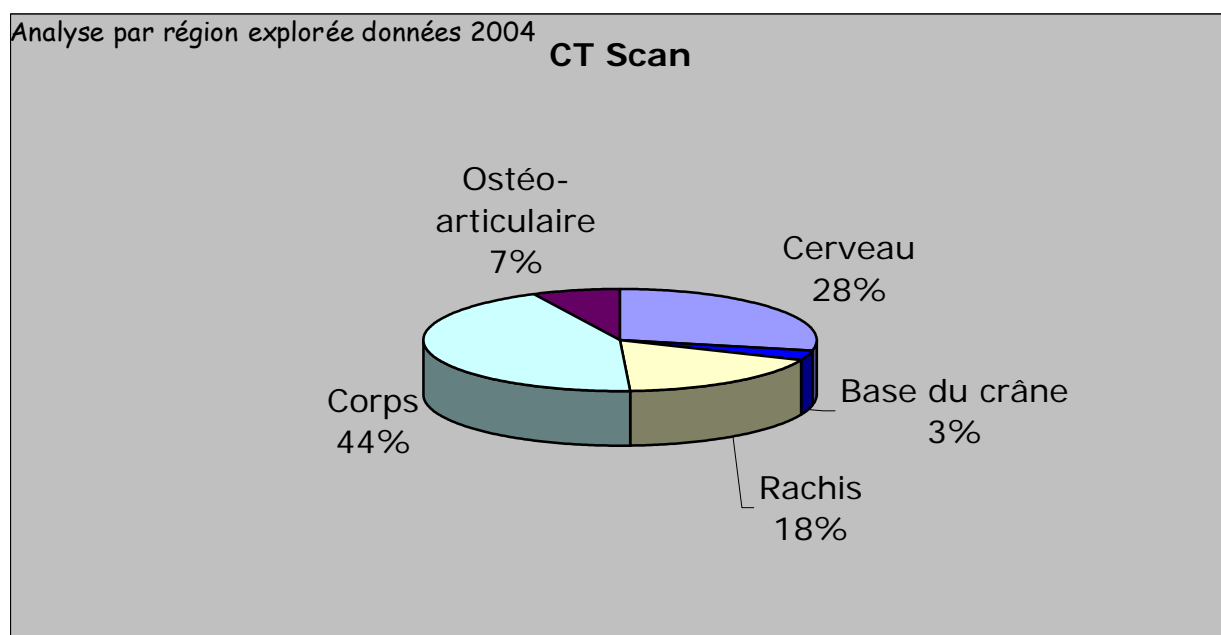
Régions anatomiques explorées par CT.
